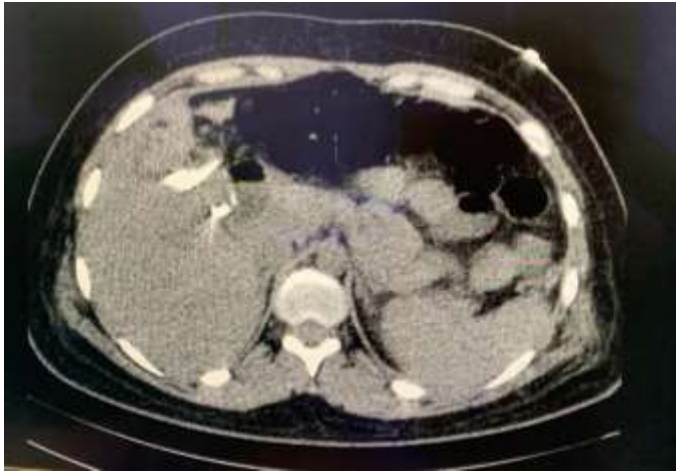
Corte axial tomografía simple de abdomen. Imagen hipodensa de bordes parcialmente definidos con presencia de nivel aire líquido a nivel de lecho quirúrgico, mide aproximadamente 34 x 21 mm en relación a pequeña colección residual líquida de tipo postquirúrgico.
